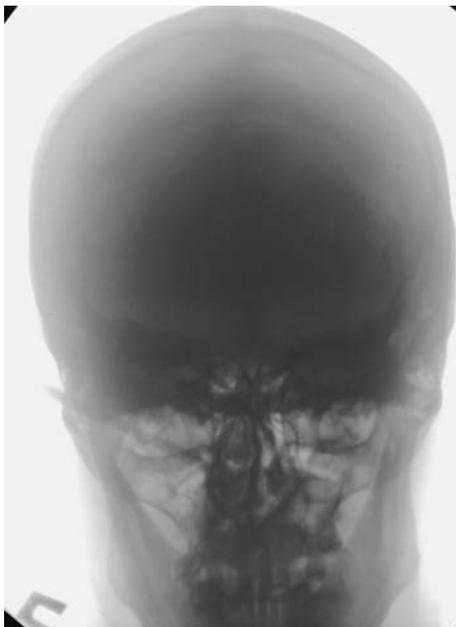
Рентгенограмма инородного тела наружного слухового прохода справа.
